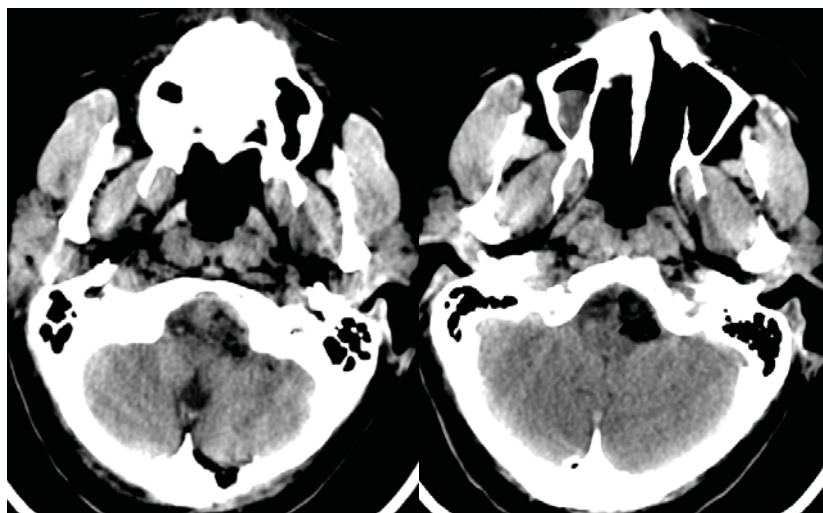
КТ головного мозга на 1-ые сутки после оперативного вмешательства: данных за послеоперационные осложнения нет, отмечается остаток опухоли на передней поверхности оболочки КВП.
